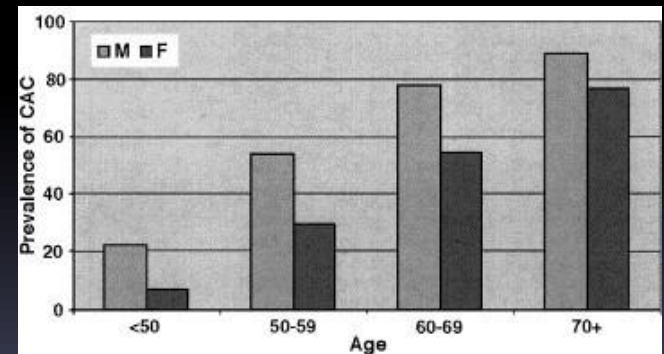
Prevalence of CACs identified on ungated low-dose CT images by age, separately by gender
